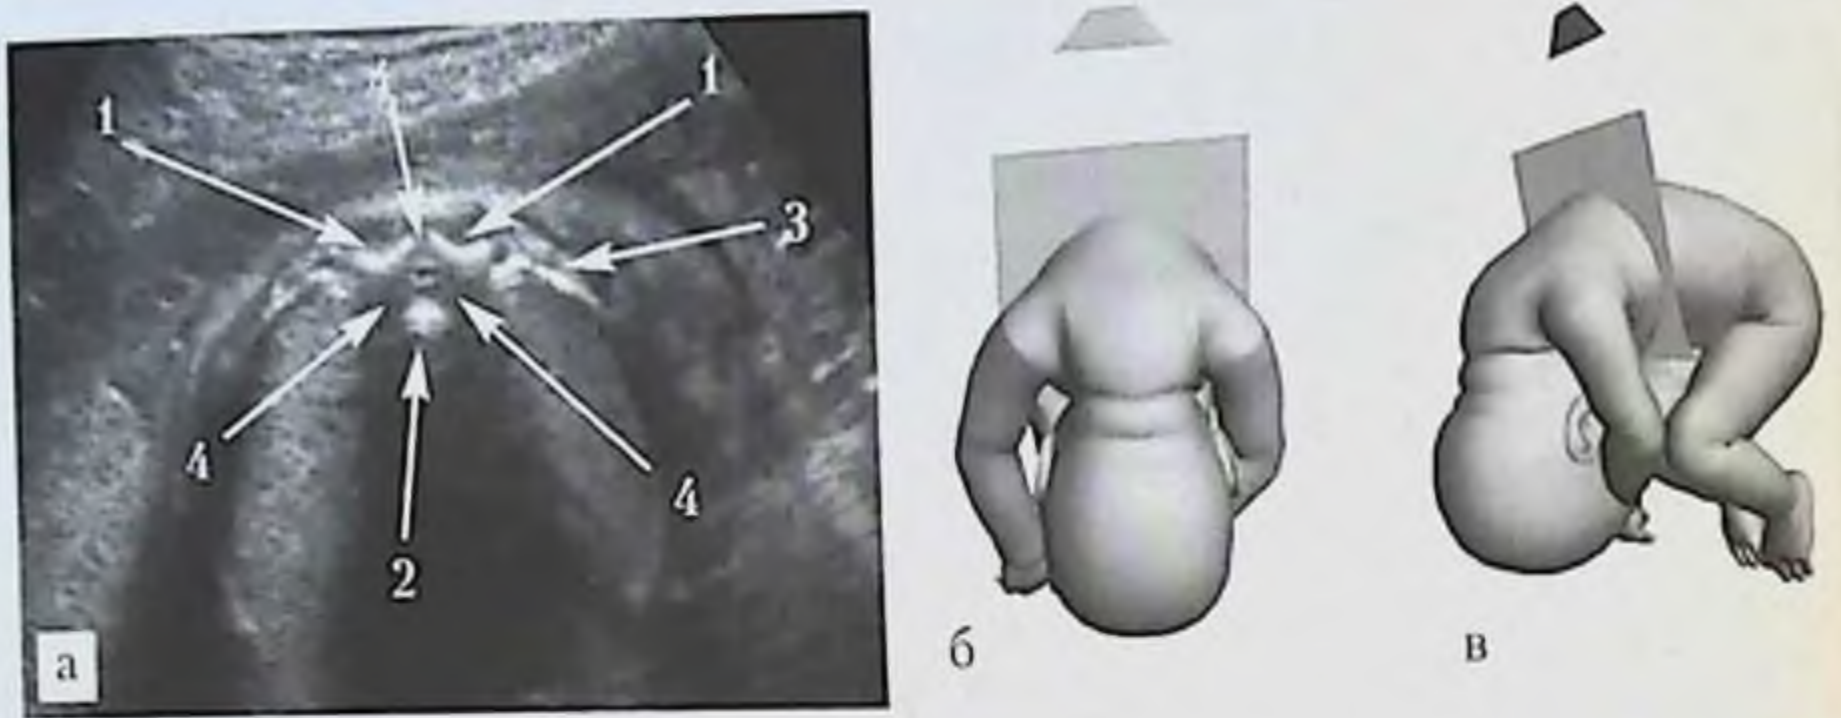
УЗИ позвоночника плода, поперечная плоскость на уровне сердца: а — эхограмма грудного отдела позвоночника (трансабдоминальный доступ со стороны спины плода) в 23 нед гестации: 1 — центры оссификации дужек позвонков, 2 — центр оссификации тела позвонка, 3 — ребро, 4 — зоны синдхондрозов; б, в — схемы расположения датчика и ориентации плоскости сканирования.
